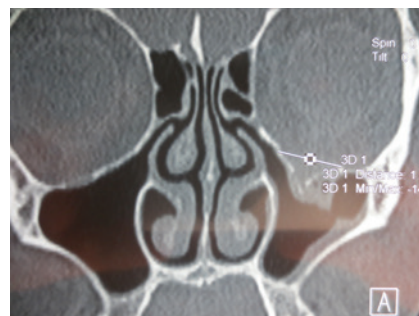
Спиральная компьютерная томография средней зоны лица перед операцией
